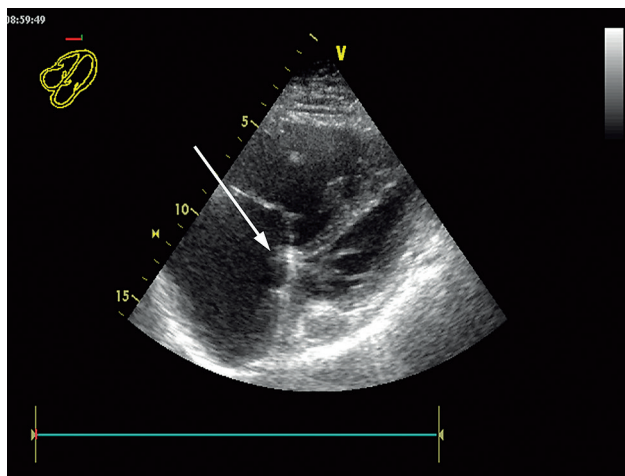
Дилатация правых отделов сердца в В-режиме при тромбоэмболии легочной артерии (из архива Е.И. Минлекаевой). Эхокардиография
